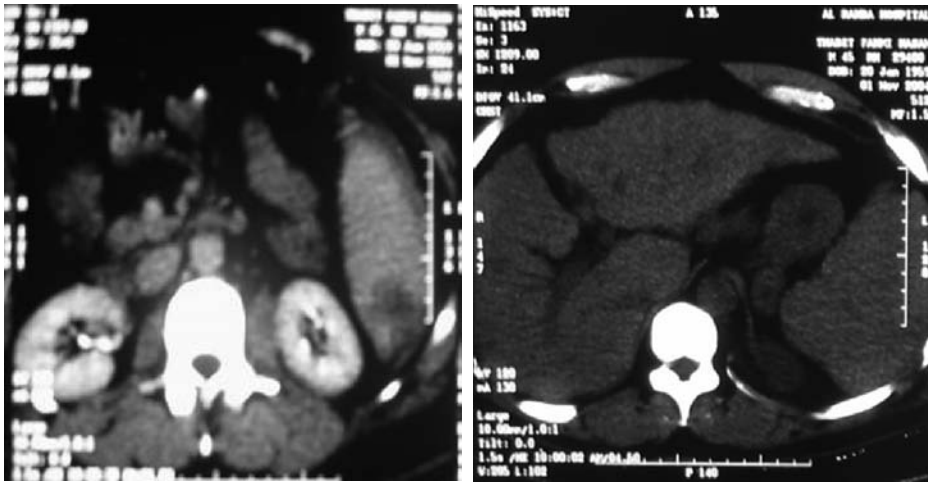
A 45 years old male presented blunt abdominal trauma. He is a known cirrhotic with splenomegaly. CT abdomen with contrast revealed a rounded low density splenic laceration of <3cm in size (grade II).
